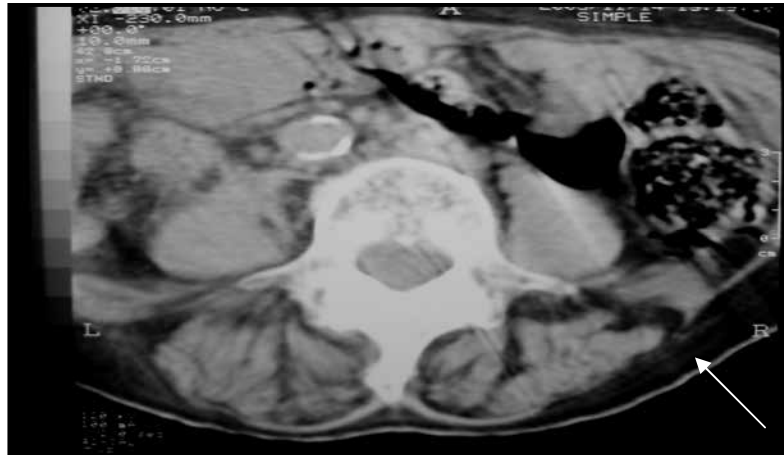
Corte axial de TC en donde se observa una imagen hipodensa con solución de continuidad de la pared posterior del abdomen del lado derecho y que corresponde a un defecto herniario (flecha).
